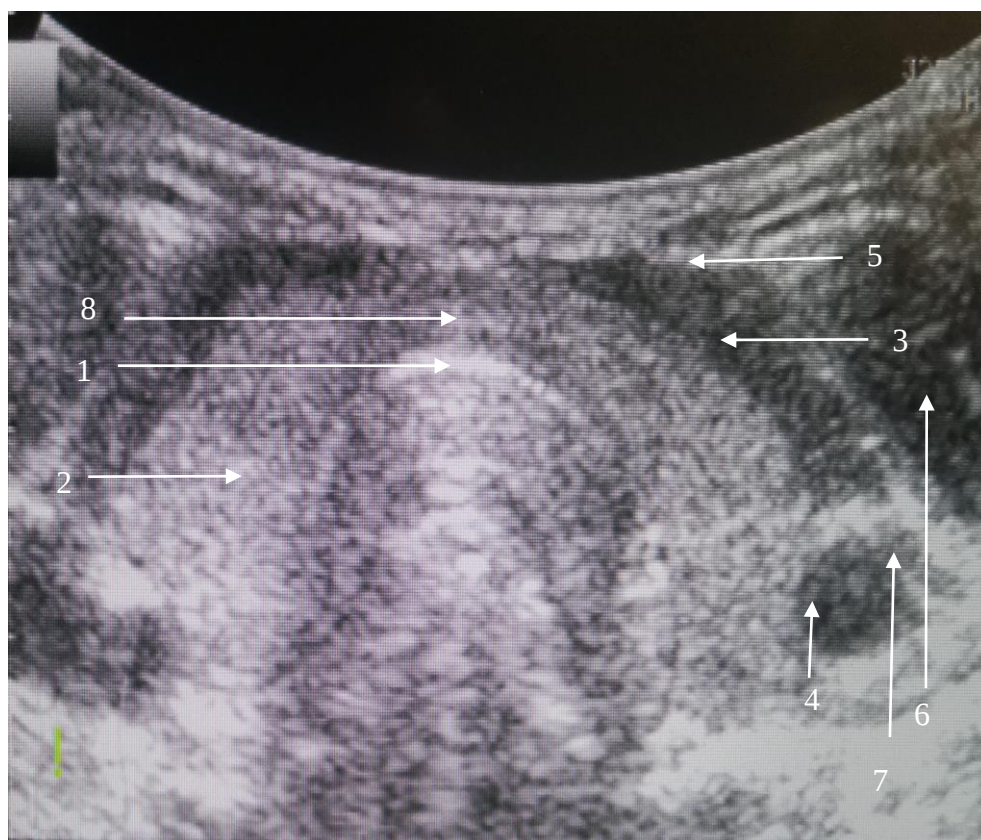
Ecografie tiroidiană în incidență transversală*
